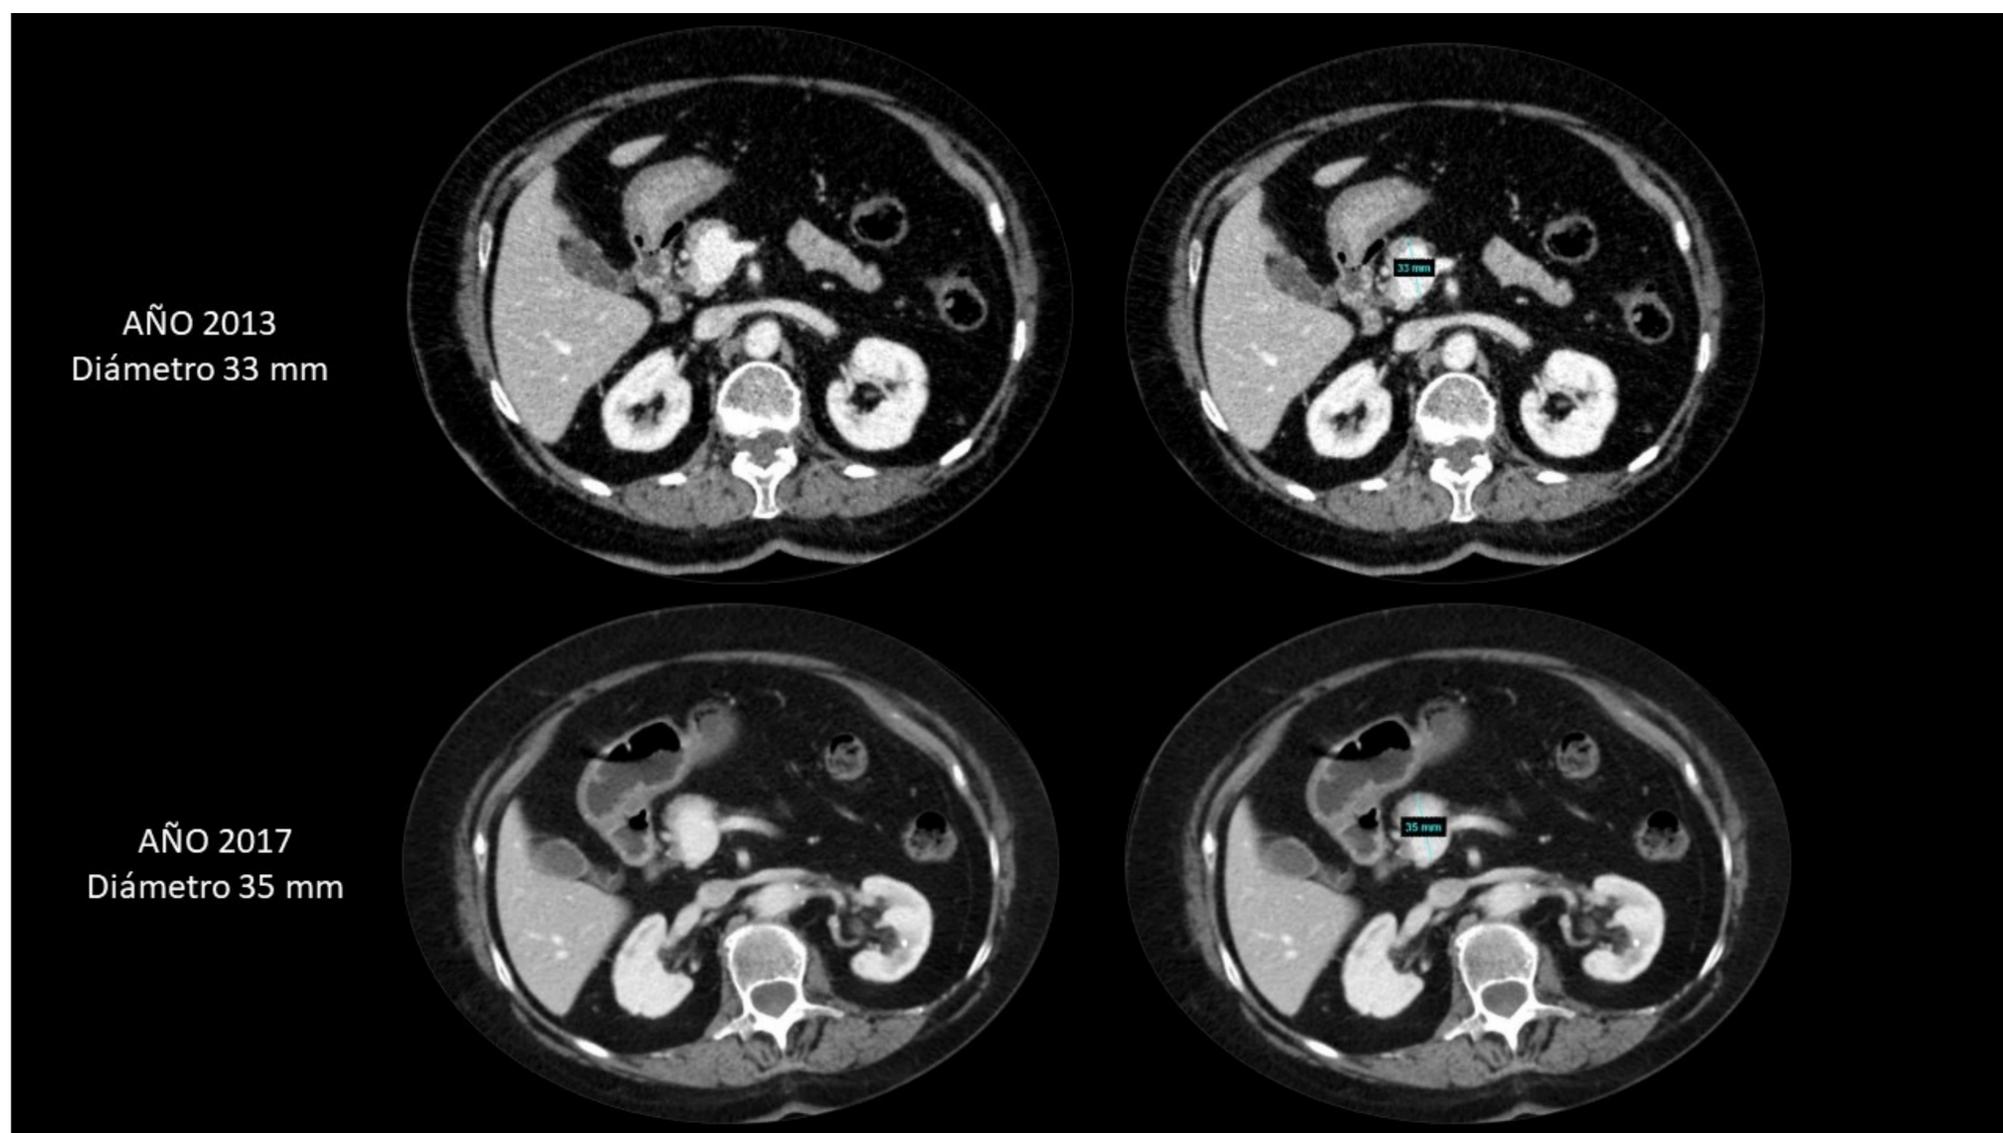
Corte axial de TC abdominal en fase portal a la altura de la confluencia porto-mesentérica identificando aneurisma a dicho nivel que no experimentó cambios significativos en su tamaño desde el diagnóstico en el año 2013 (33 mm de diámetro máximo), a control posterior en el año 2017 (35 mm).
